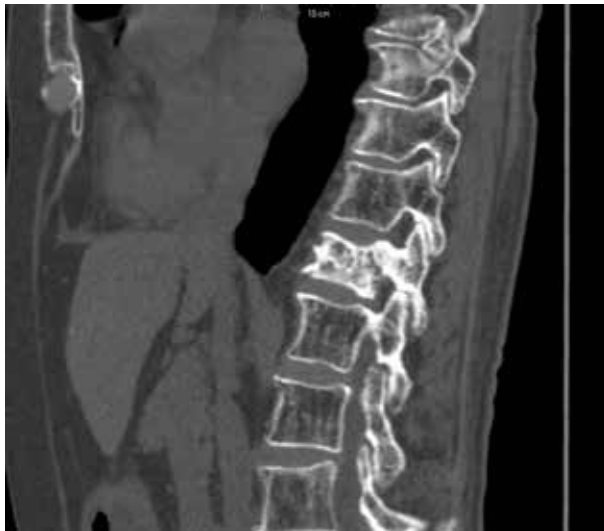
МСКТ пацієнтки С.: патологічний перелом тіла Th12 хребця внаслідок остеолітичної деструкції тіла та дуги хребця
